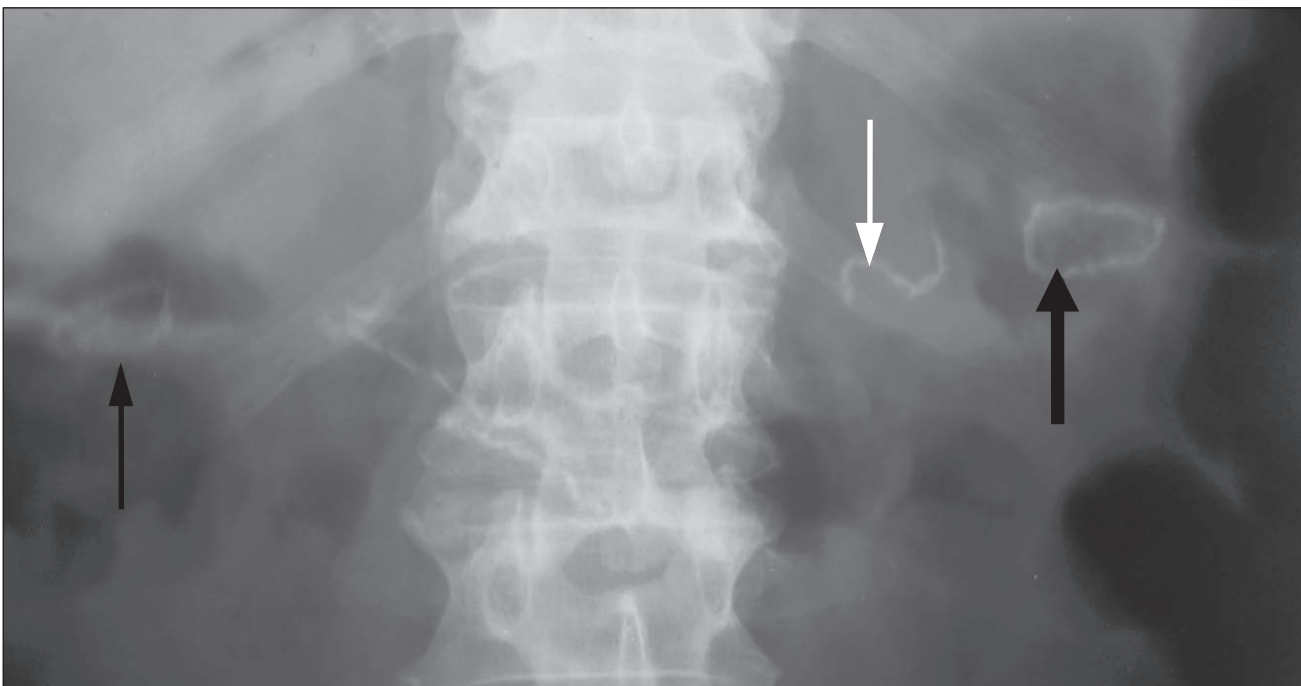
Рентгенологічне дослідження черевної порожнини після панкреатодуоденальної резекції з формуванням степлерних гепатикоєюно- (тонка чорна стрілка) та гастроентероанастомозів (товста чорна стрілка). Білою стрілкою вказано лінію механічних швів кукси виділеної за Ру петлі тонкої кишки. Власне спостереження.
